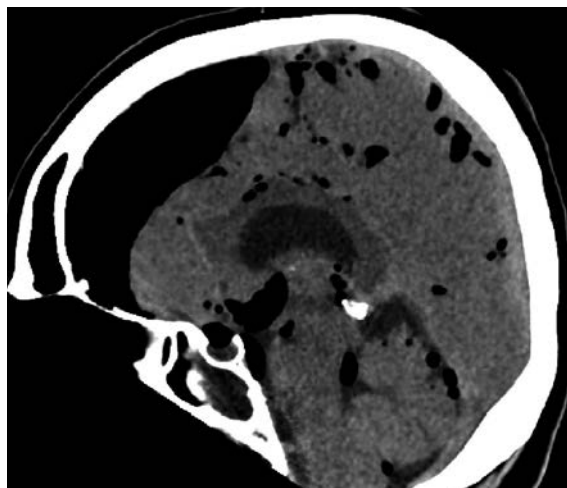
Computertomographie des Schädels, sagittaler Schnitt in der Mittellinie, ans Hirnparenchym adaptiertes Weichteilfenster: frontotemporal betonter Pneumozecephalus.
